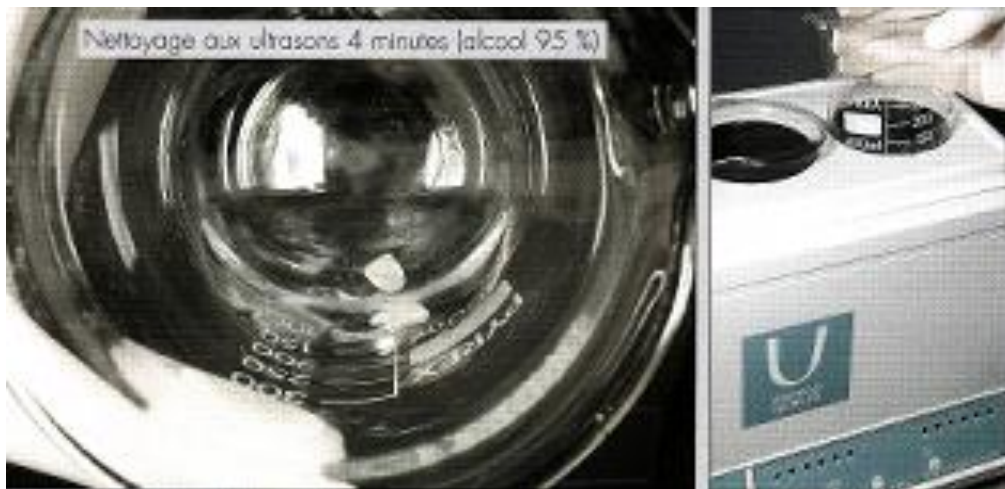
Décontamination de la surface en céramique dans un bac à ultrasons (contenant de l'alcool à 90%, de l'acétone ou de l'eau distillée) pendant 4 minutes (MAGNE ; 2003).
